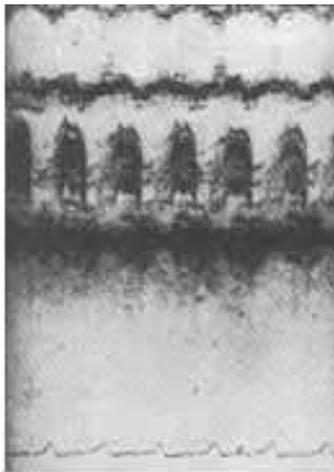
Ecocardiograma modo M e bidimensional de portador de mixoma de átrio esquerdo. Acima, ecocardiograma modo M mostrando a valva mitral, durante a diástole, com ecos em seu interior. Abaixo, ecocardiograma bidimensional mostrando a imagem do mixoma no anel atrioventricular.
